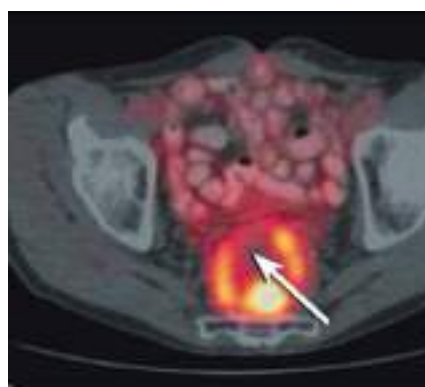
ПЭТ/КТ: рецидив опухоли.
